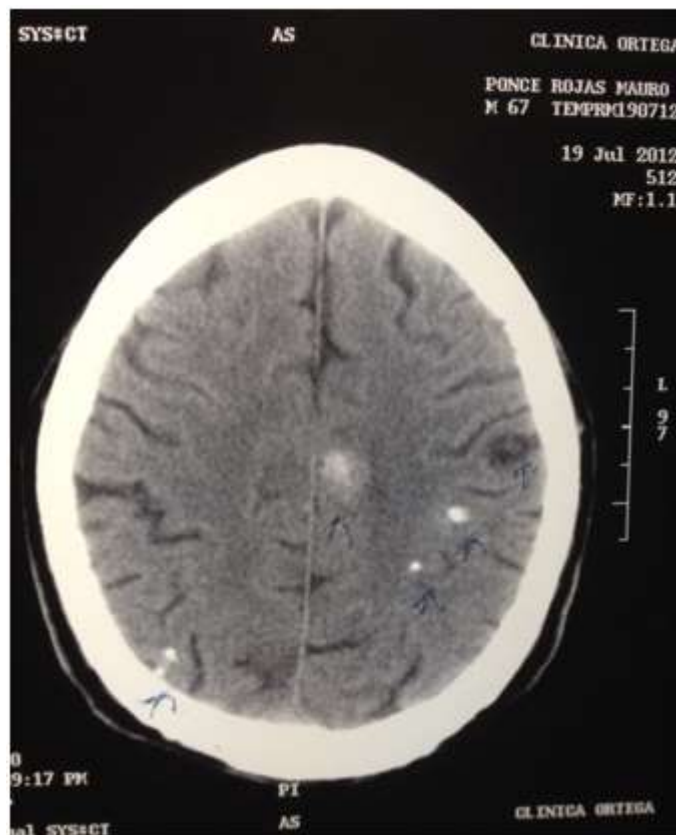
Tomografía cerebral muestra lesiones calcificadas y lesión quística con escaso edema perilesional.
